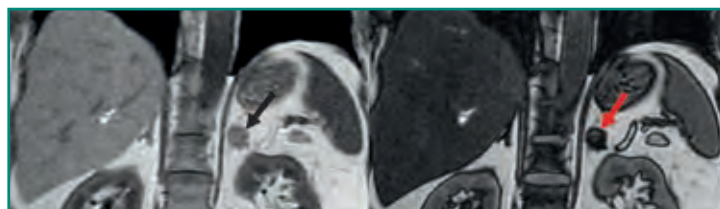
RM de abdomen con secuencias en fase y fase opuesta. Lesión nodular en glándula suprarrenal izquierda (flecha negra) que pierde intensidad de señal en fase opuesta, lo que indica contenido graso y probablemente un adenoma. Nótese que el hígado también pierde señal compatible con una esteatosis hepática.
